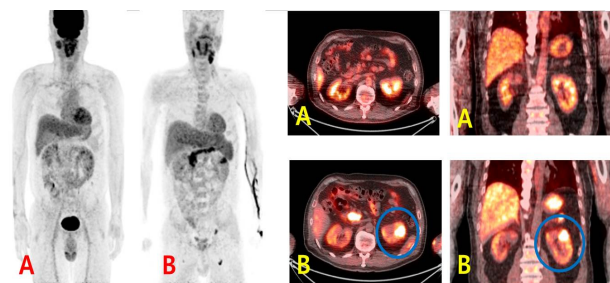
These figures are images of  $^{18}\text{F}$ -FDG (A) and  $^{11}\text{C}$ -Acetate (B) in prostate cancer's patients. An uptake is increased image of  $^{11}\text{C}$ -Acetate (B) more than image of  $^{18}\text{F}$ -FDG (A) in Lymph node.
